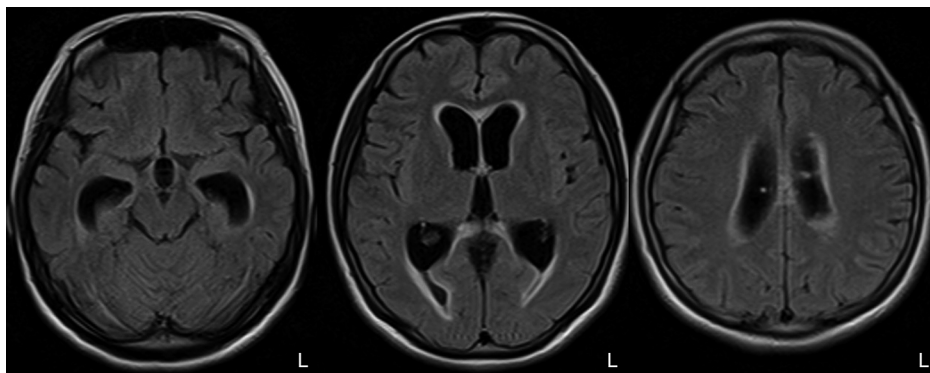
Brain MRI findings at the time of hospital admission.
